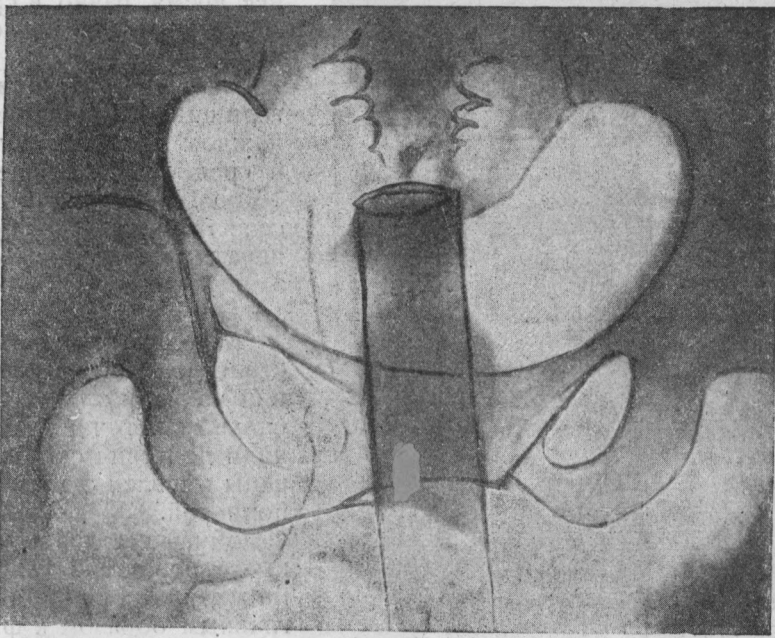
Пельвеорентгенограмма. Контрастная жидкость, введенная через наконечник Морозова и ее отношение к сводам.
